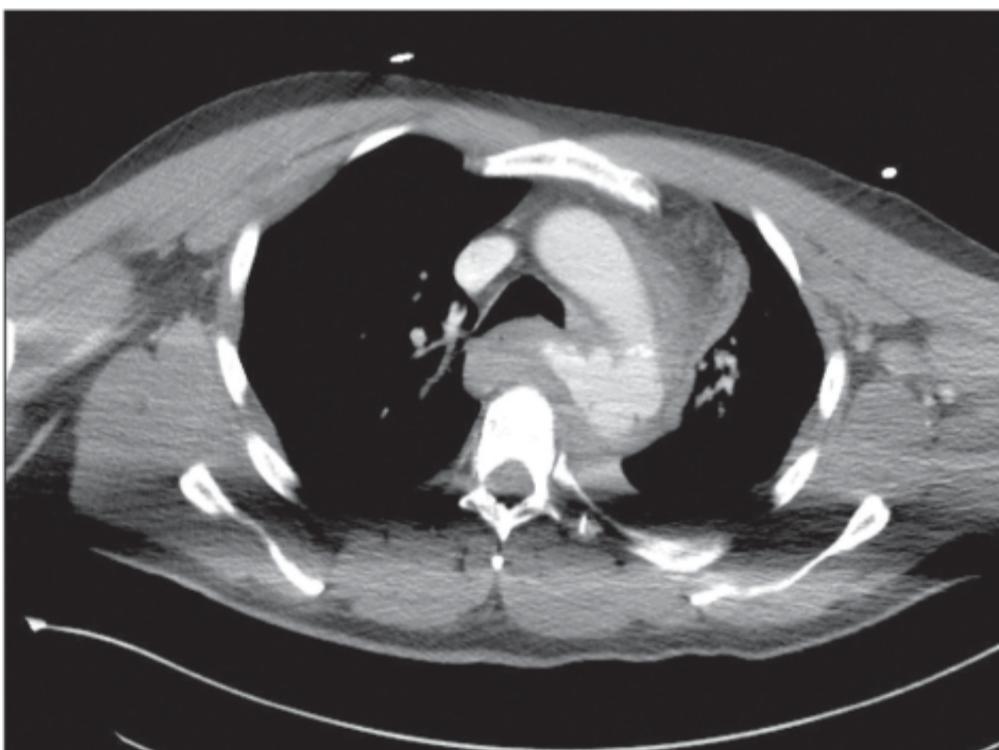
Tomografia computadorizada de tórax evidenciando enfisema subcutâneo bilateral.
